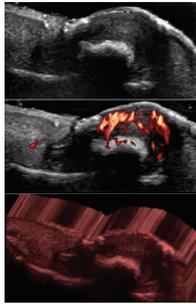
Ultrasonografía de ortejo mayor derecho. compatible con una exostosis subungueal, asociada a tejido de aspecto inflamatorio y granulomatoso en la periferia y cambios distróficos secundarios a nivel de la placa ungueal.
